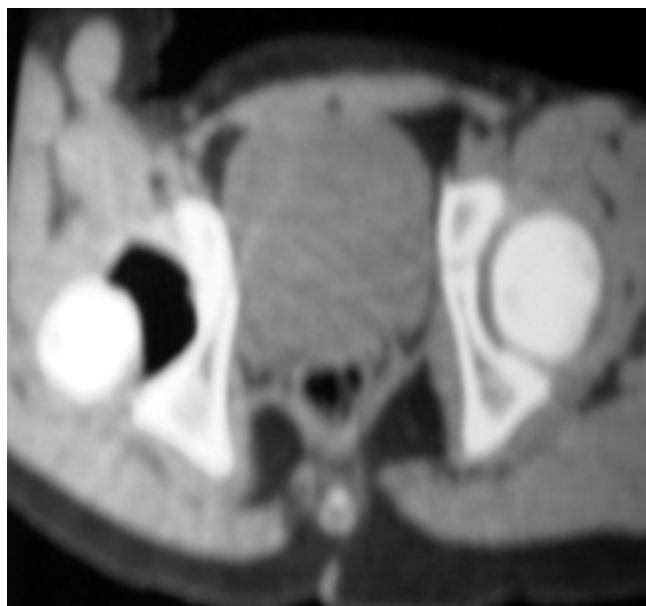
Tomografía axial computada.
